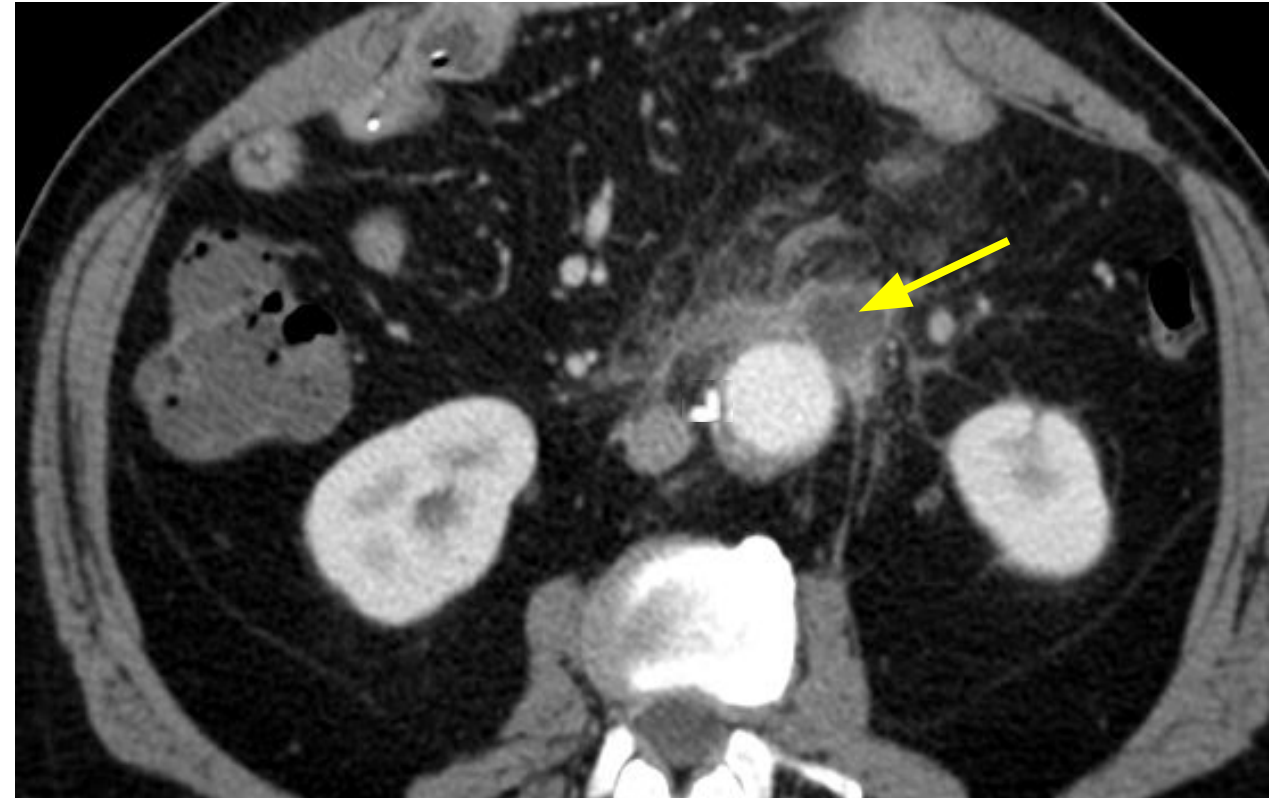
Corte axial de un TC con CIV en fase venosa. Se identifican cambios postquirúrgicos de bypass aortobifemoral y una colección periinjerto (flecha amarilla) hipodensa con realce periférico y estriación de la grasa retroperitoneal.
